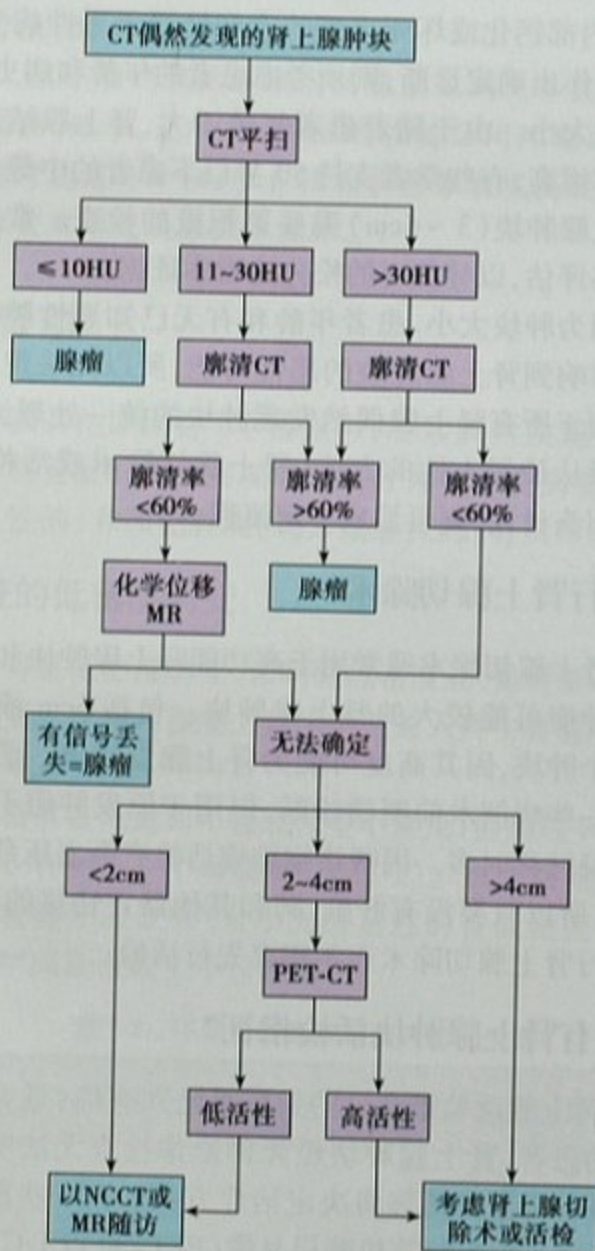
偶然发现肿块建议的影像检查流程,适用于无恶性肿瘤史患者或有肾上腺外恶性肿瘤史但正电子发射计算机断层显像(PET)未显示活性者。注意:如果患者有肾上腺外恶性肿瘤并在 PET 上已知为活性增高者,发现一个肾上腺肿块后可以直接行 PET-CT。MR:磁共振;NCCT:非对比剂增强 CT(平扫 CT)
